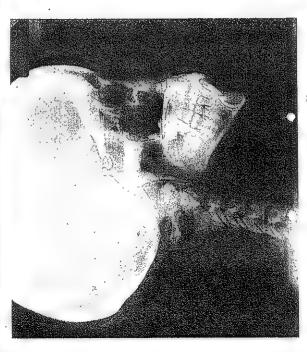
Teleradiografia de Perfil
